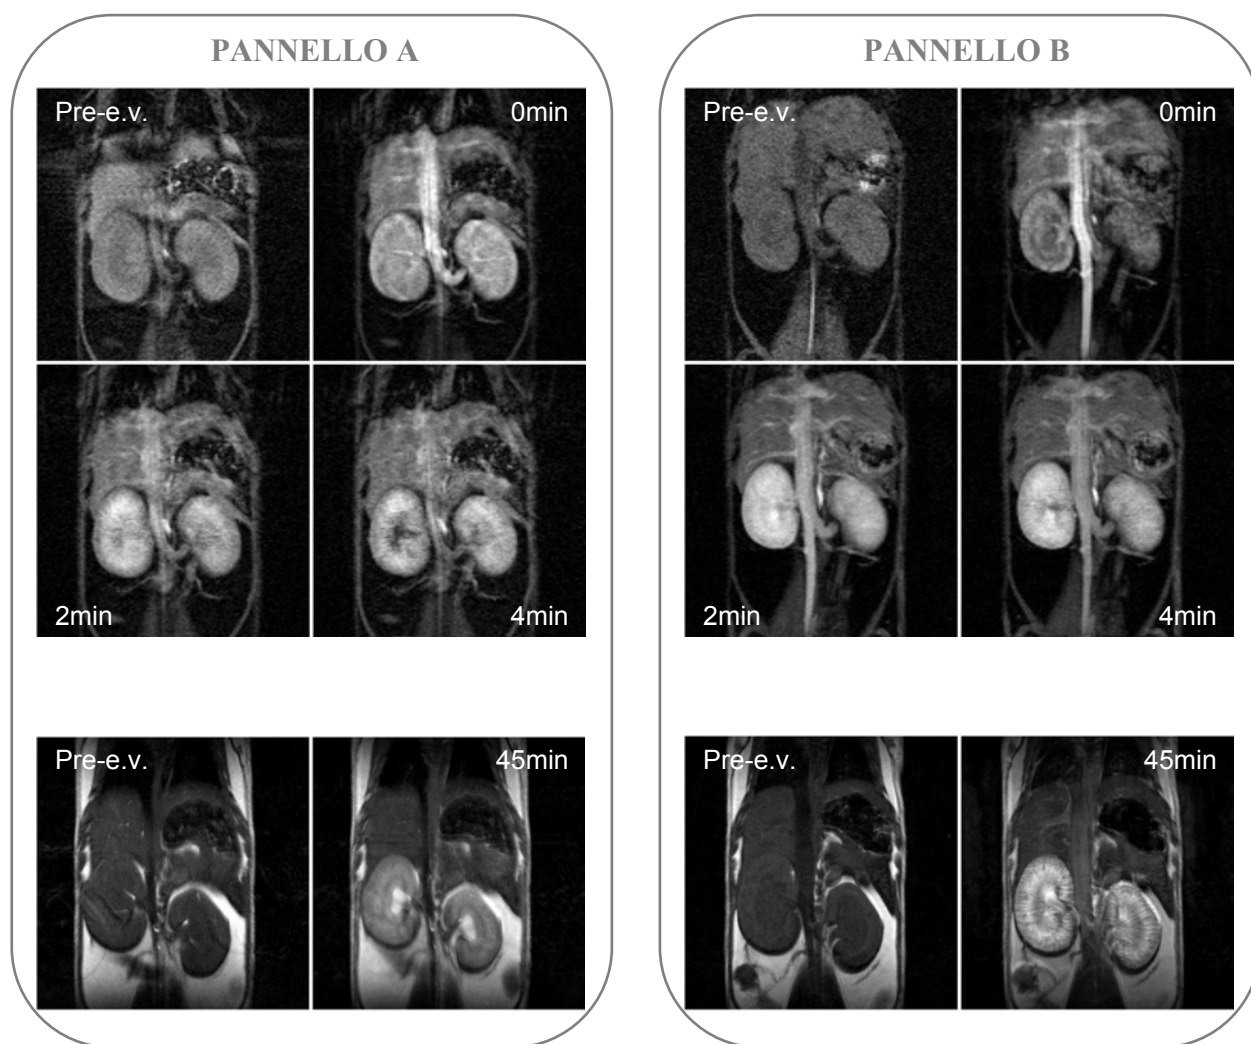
Immagini MRI. Pannello A, immagini ottenute per somministrazione e.v. di Magnevist®; pannello B, immagini ottenute per somministrazione e.v. di Lac-LysDTPA. Sopra, immagini ottenute in sequenza FLASH; sotto, immagini ottenute in sequenza MSME.
